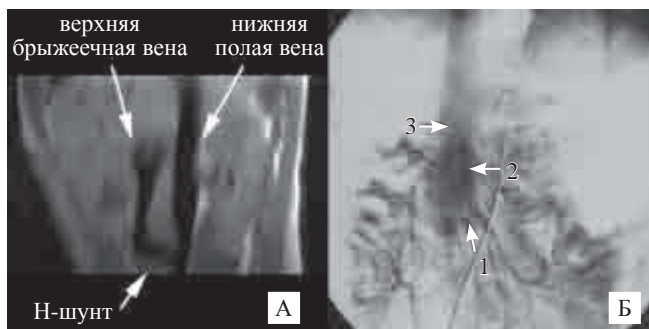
МР-томография (А) и мезентерикопортография (Б) после Н-образного мезентерикокавального шунтирования. 1 – зона шунта, 2 – контрастирование верхней брыжеечной вены дистальнее шунта свидетельствует о его парциальном характере, 3 – переток контраста в нижнюю полую вену
